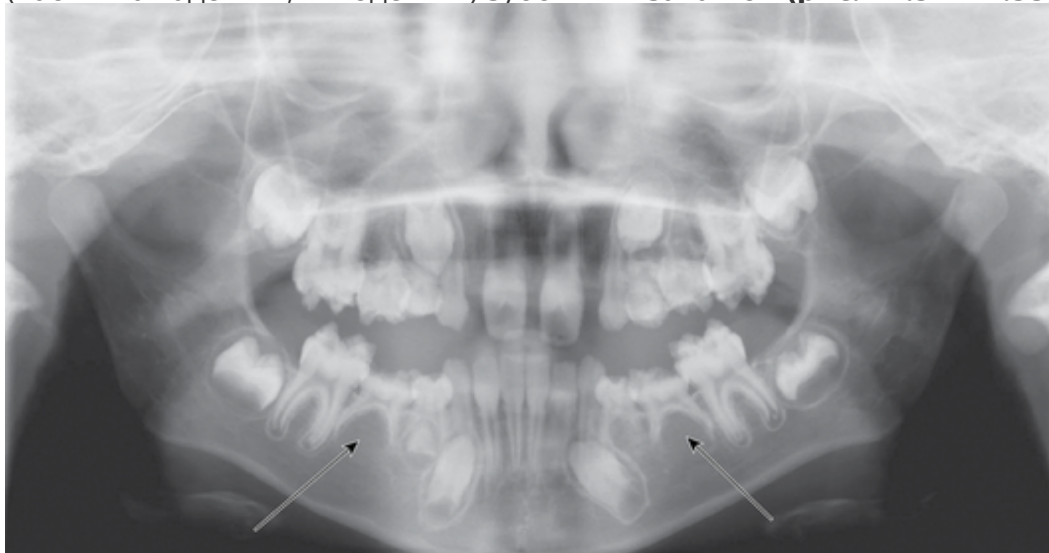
Ортопантомограмма пациента 10 лет. Множественная первичная аденция (отсутствуют зачатки зубов 1.4, 1.5, 2.4, 2.5, 3.4, 3.5, 4.5), дисплазия эмали (стрелки)
